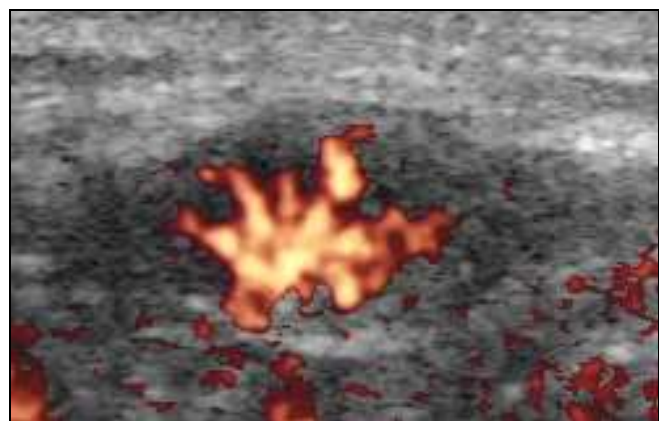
Farbdopplersonographische Aufnahme eines unauffälligen axillären Lymphknotens: vom Hilus ausgehende, in die Peripherie verlaufende Vaskularisation ohne Gefäßabbrüche
